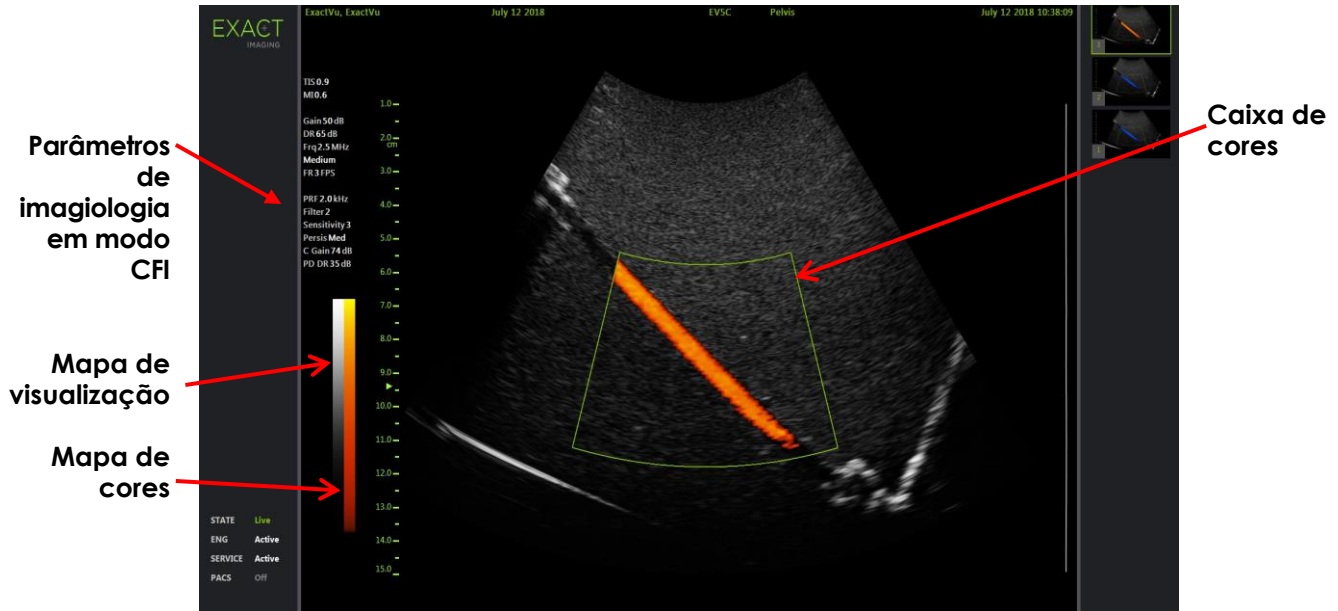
Ecrã de imagiologia no modo Power Doppler
